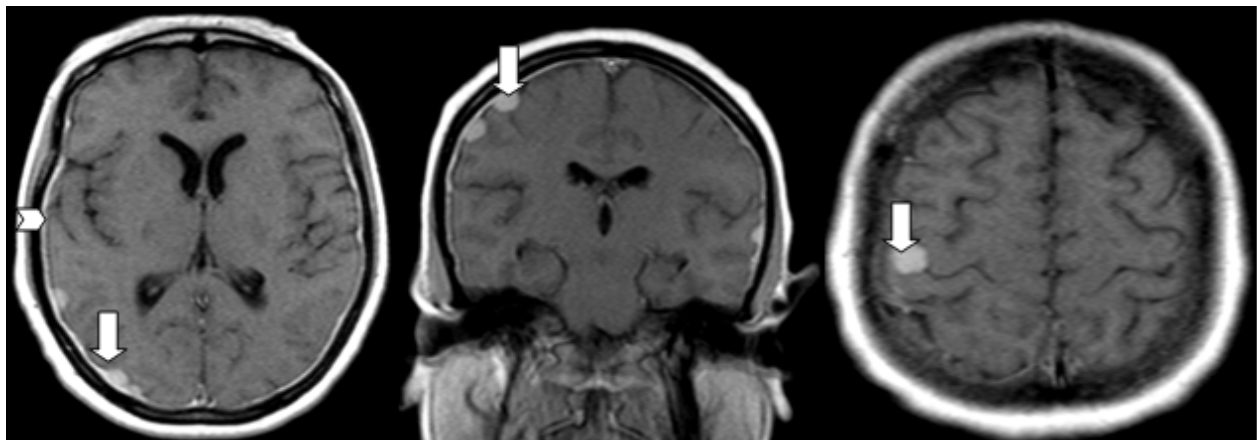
Resonancia magnética de cráneo caso A. Secuencias T1 con gadolínio, axial, coronal y sagital. Las flechas muestran lesiones nodulares y la cabeza de flecha engrosamiento de leptomeninges
